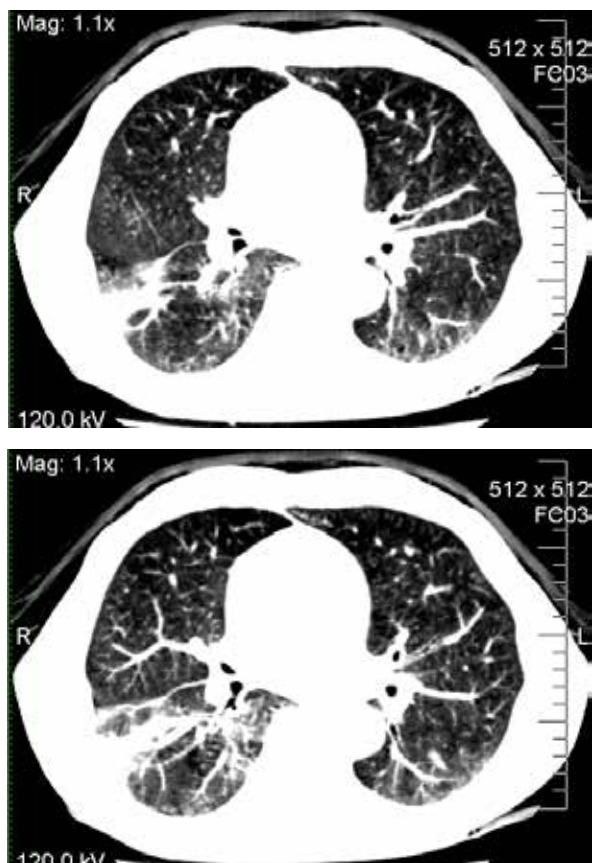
КТ-картина двухсторонней полисегментарной пневмонии с признаками абсцедирования в нижней доле правого легкого
